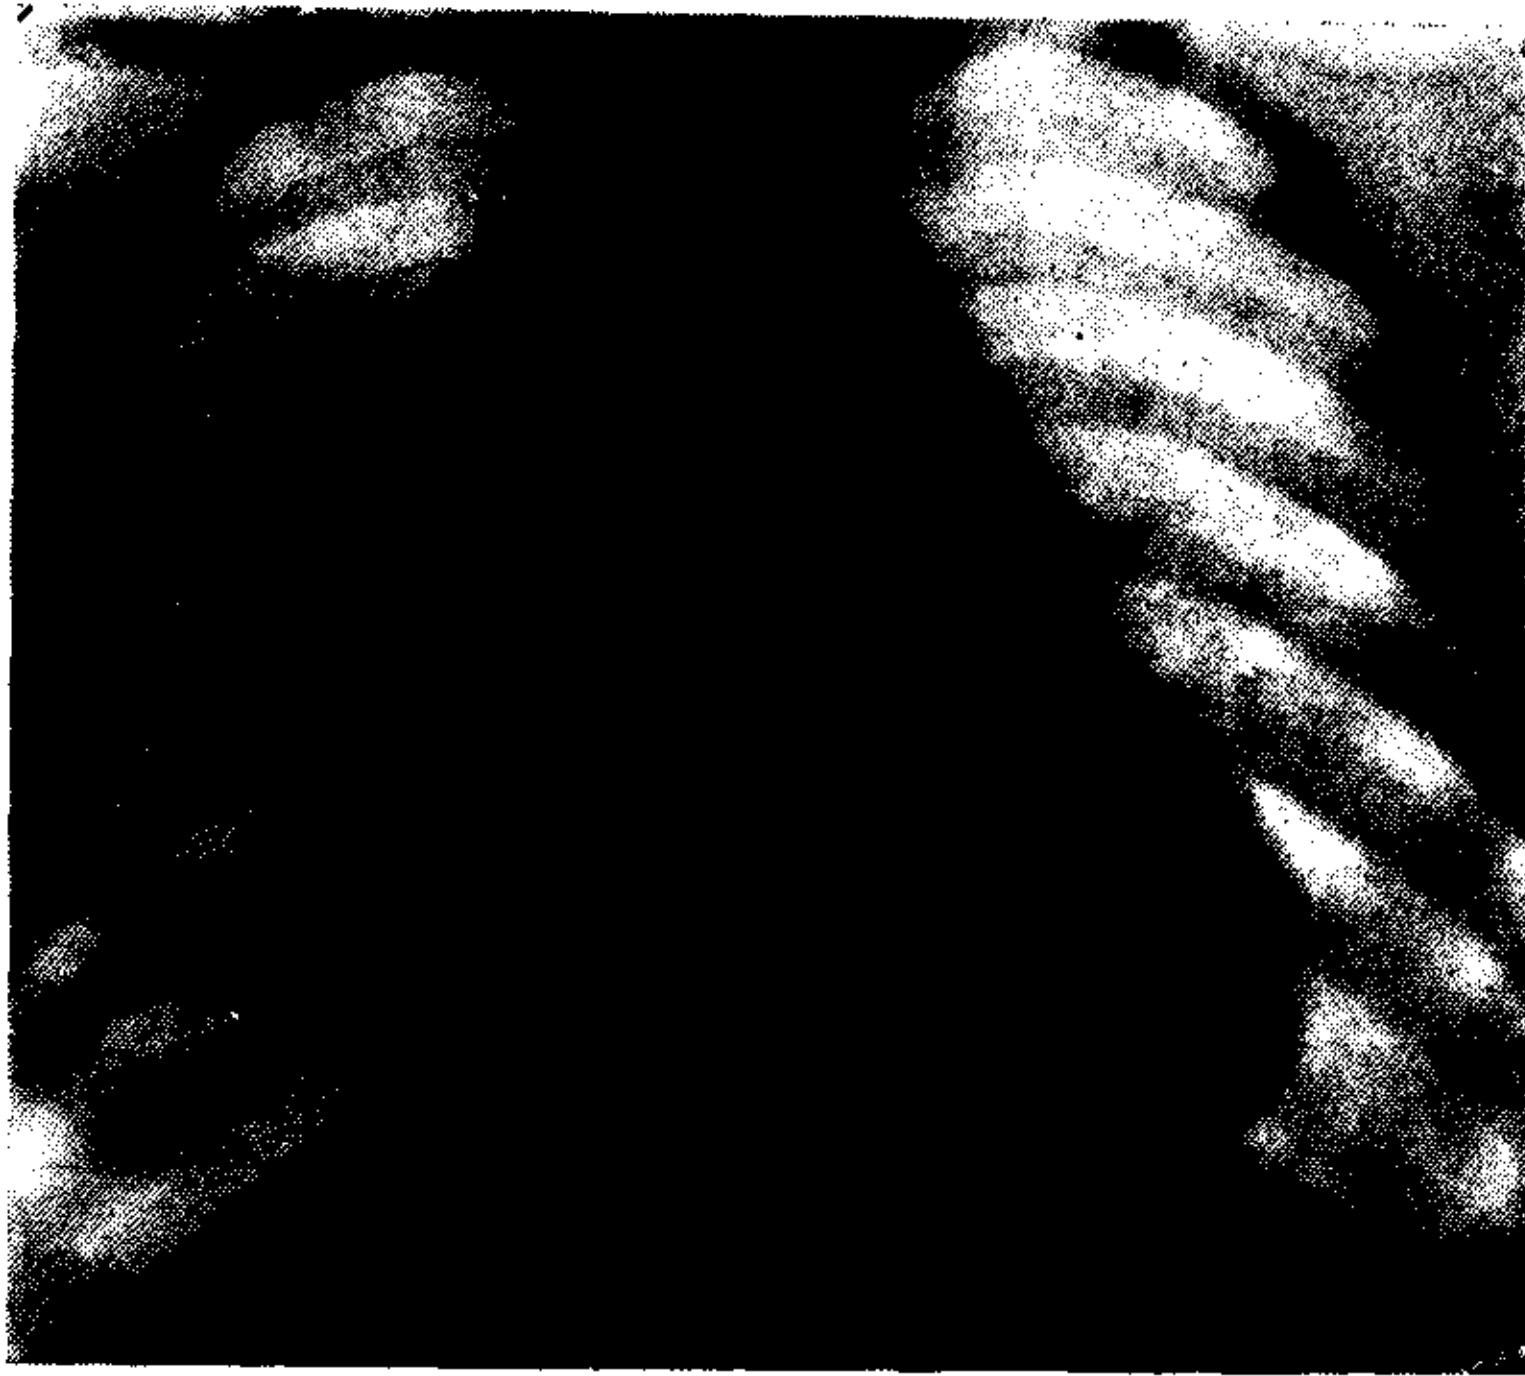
(Ob. 3). Teleradiografía en posición frontal y con una sonda llena de sustancia opaca introducida en el esófago. Falta de botón aórtico a la izquierda, saliencia del arco de la pulmonar, botón aórtico a la derecha, aorta descendente visible a la derecha, rechazo del esófago a la izquierda.
